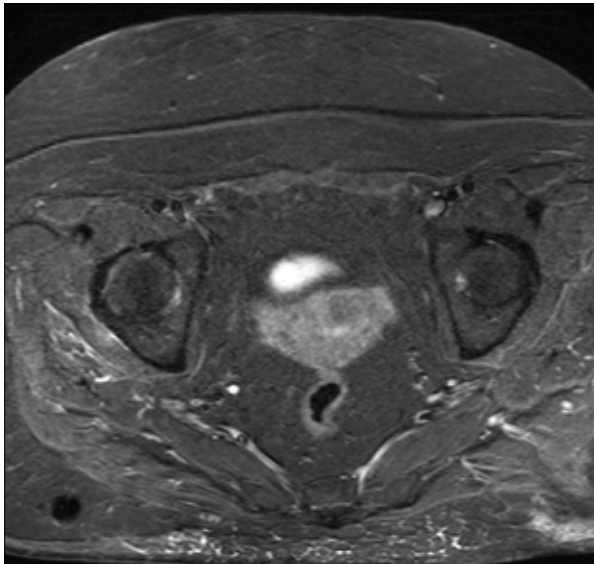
Матка в постменопаузальный период (МРТ)
